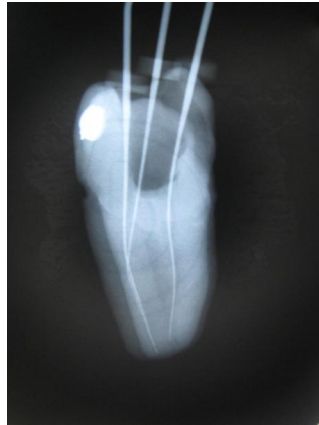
Radiografía periapical de molar inferior con la presencia de tres conductos
